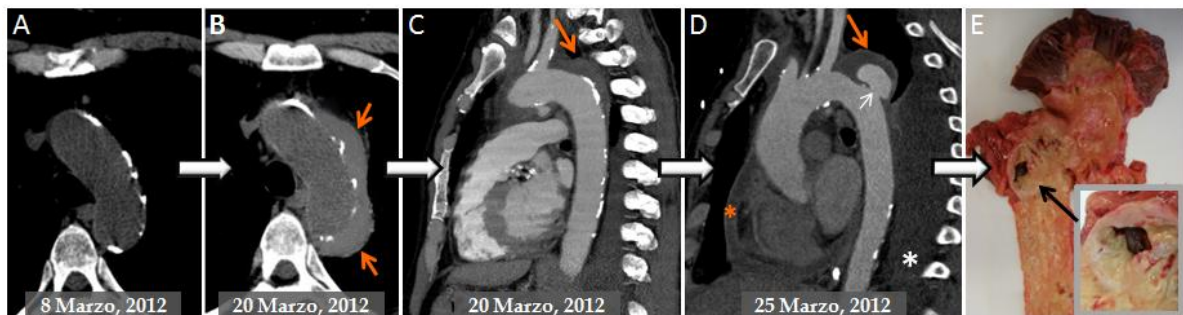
HIA agudo detectado en un paciente controlado por patología pulmonar que evoluciona a rotura aórtica. (A,B) Imagen axial de TC sin contraste que muestra calcificaciones en el arco aórtico (A). Engrosamiento significativo de la pared aórtica (flechas rojas) después de un episodio de dolor torácico sugestivo de HIA agudo (B). (C,D) Corte sagital de TC con contraste mostrando un HIA (flecha roja) con engrosamiento significativo distal a la arteria subclavia. El control a los 5 días (D) muestra el desarrollo de una DIF (flecha blanca) asociada a derrame pleural (asterisco blanco) y derrame pericárdico (asterisco)
